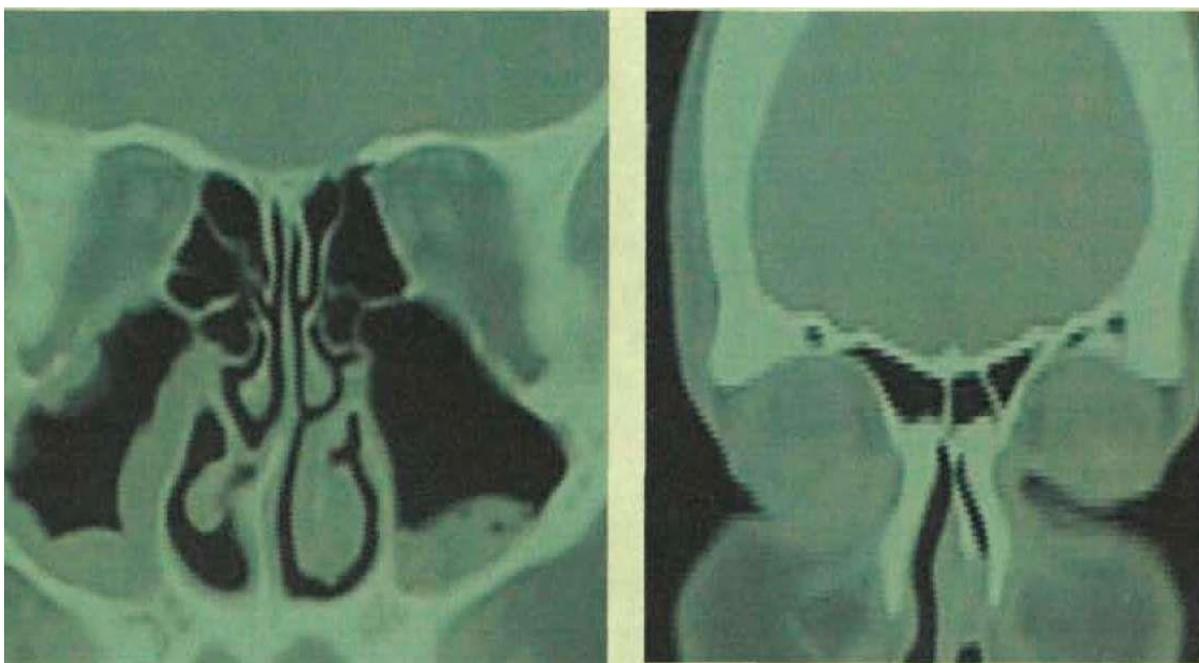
КТ больного Х. в коронарной проекции через 8 дней после начала лечения (от 29/02/2014).
